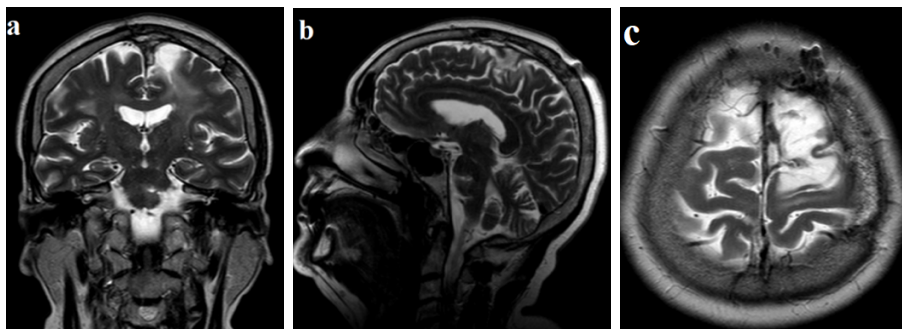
(a, b, c). Контрольне, післяопераційне МРТ головного мозку (T2WI режим) на 3 добу після операції. Результати МРТ вказують на відсутність ознак залишків пухлини та відсутність післяопераційних ускладнень (ішемія, набряк, крововилив в ложе видаленої пухлини). (a) Фронтальна проекція демонструє задовільну прохідність верхнього сагітального синусу без ознак його тромбозу.
